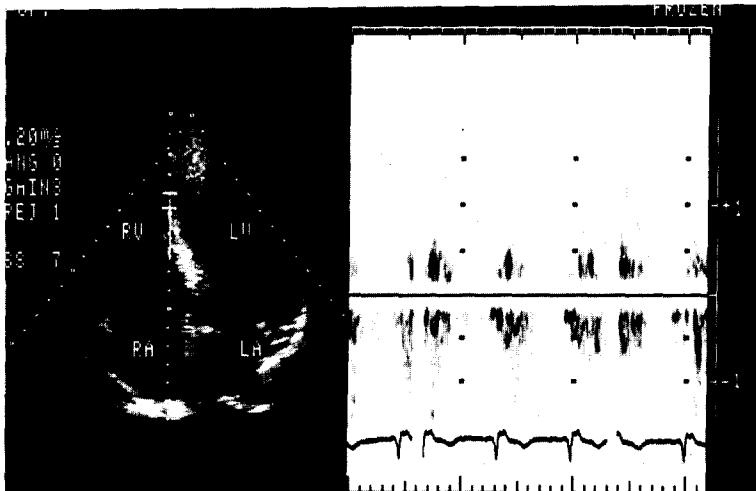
Preop. echocardiogram with Pulse Doppler
